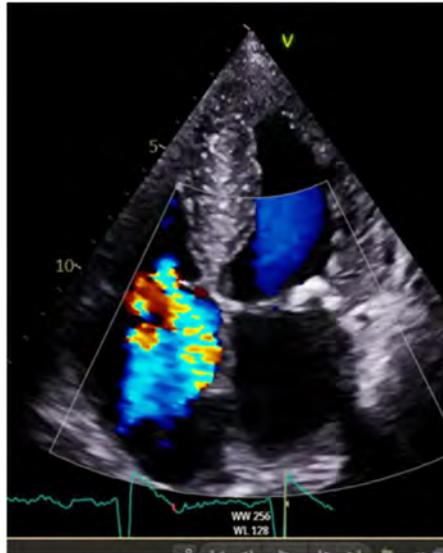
Ecocardiograma 4 cámaras para estudio de la HP. Original del doctorando.
